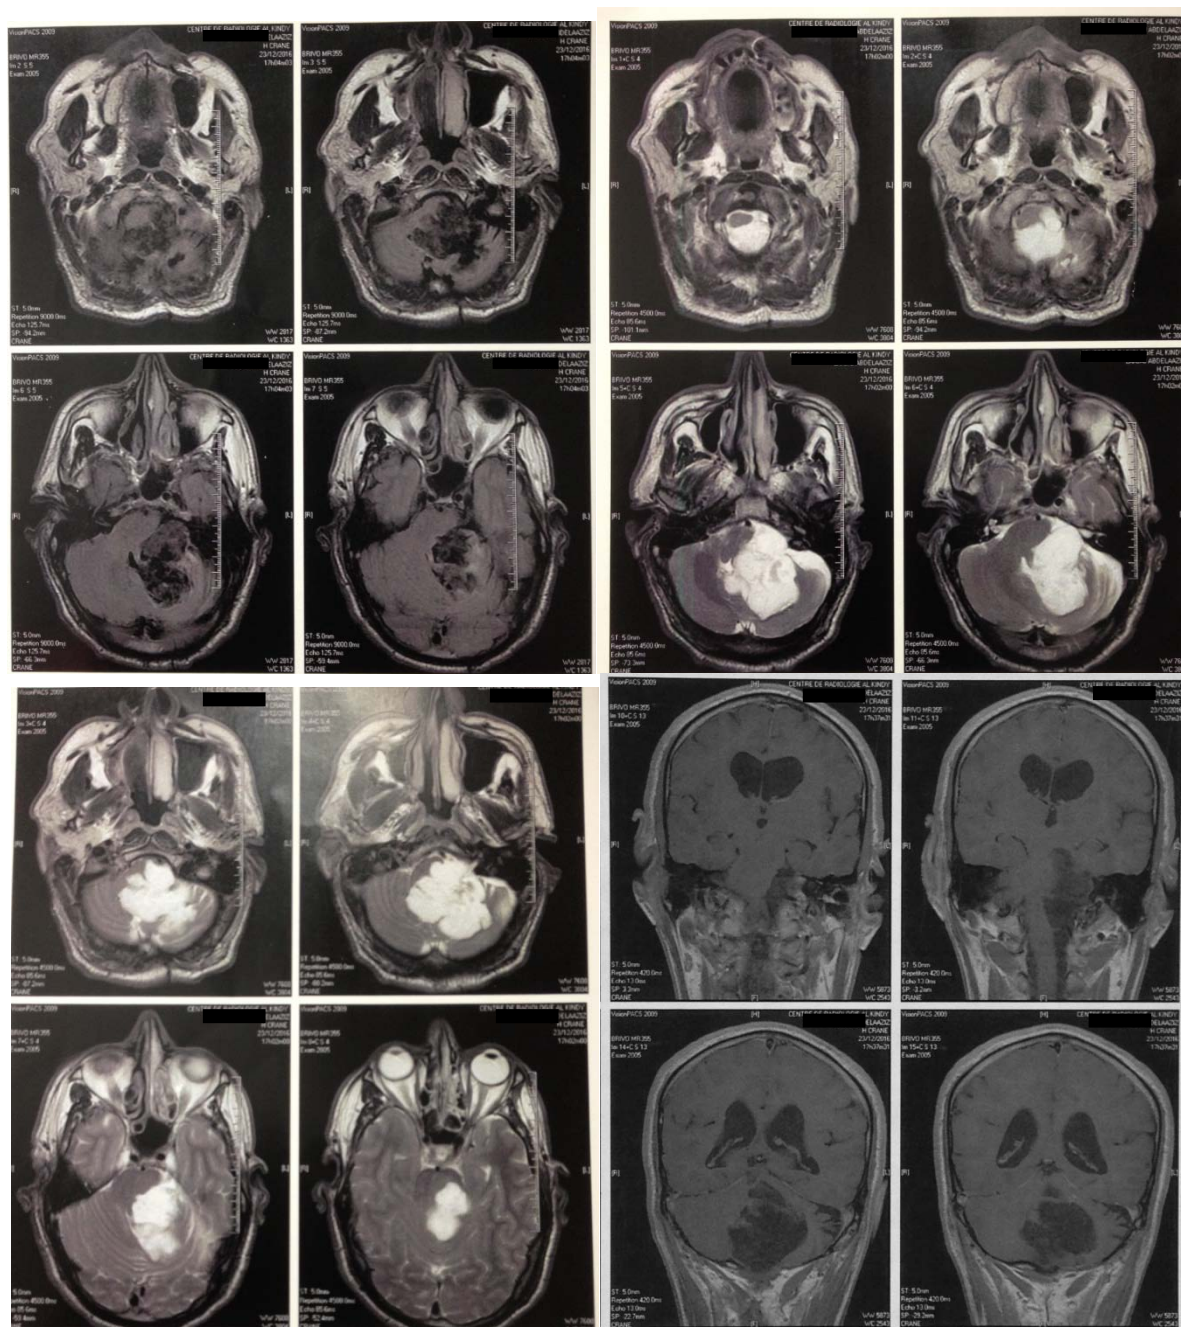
IRM cérébrale: montrant une lésion hypointense en T1 et hyperintense en T2 de contours irréguliers faisant évoquer une tumeur épidermoïde de la fosse cérébrale postérieure.
